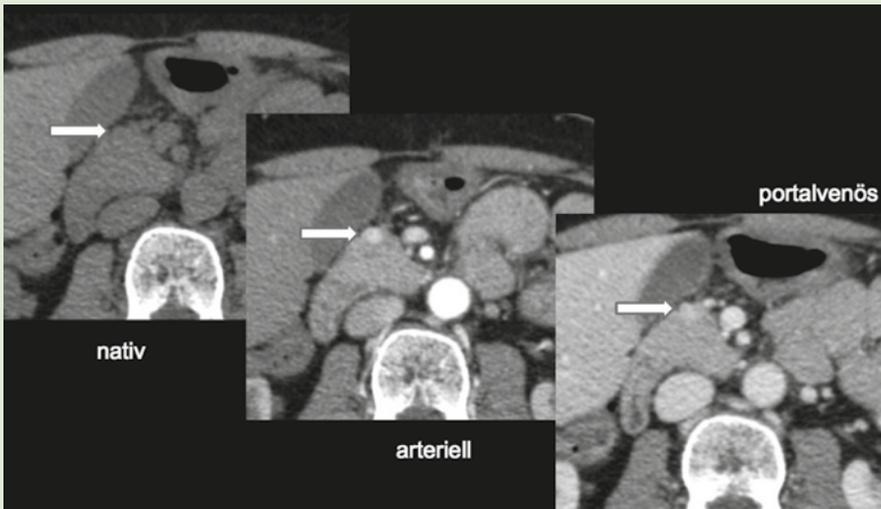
NET der Bauchspeicheldrüse in der dynamischen CT-Untersuchung (Pfeile)
